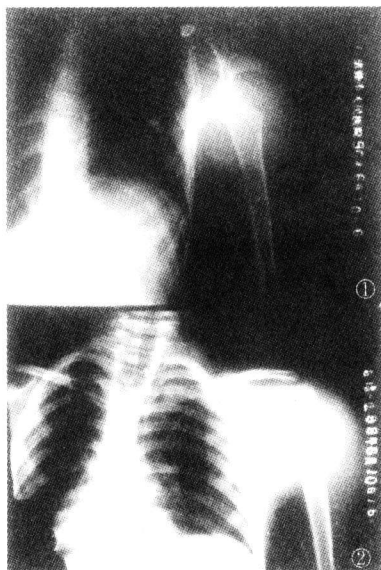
右肩(喙突下)前脱位 X线片 图2 右肩前脱位复位后 X线片
